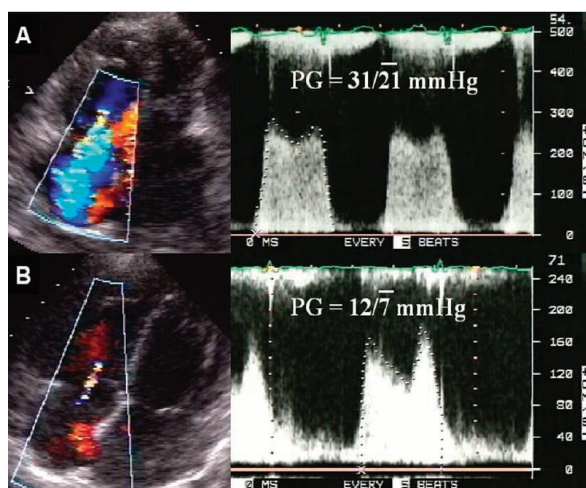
Imagine Ecocardiografică postoperatorie după protezarea valvei mitrale [98]
